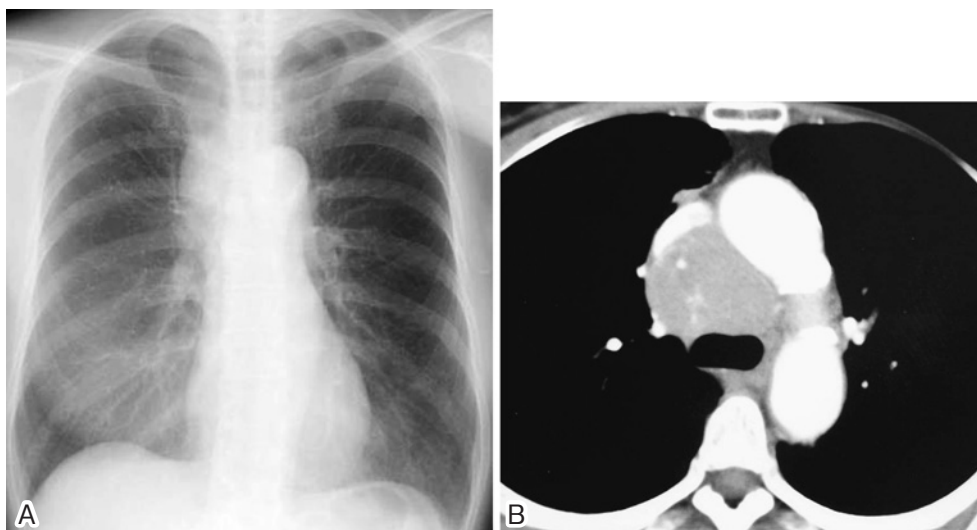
(A) Chest X-ray film showing a mass beside the mediastinum. (B) Chest CT scan showing enlarged lymph nodes in front of the trachea.
